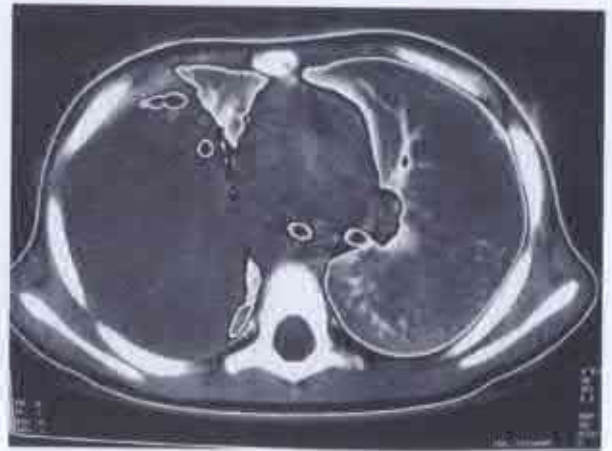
Tomografie computerizată preoperatorie a pacientei N., 3 ani (explicații în text).
